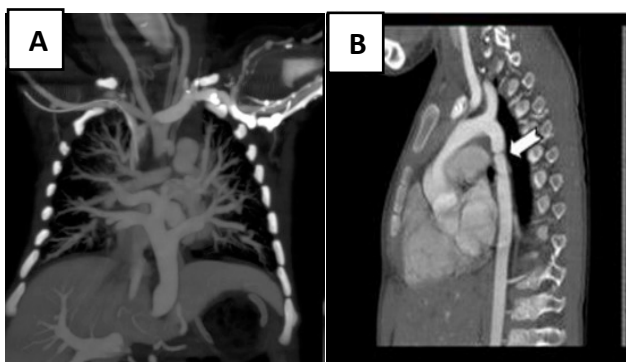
Компьютерная томография инфракардиального ТАДЛВ (А) и коарктации аорты (В).
